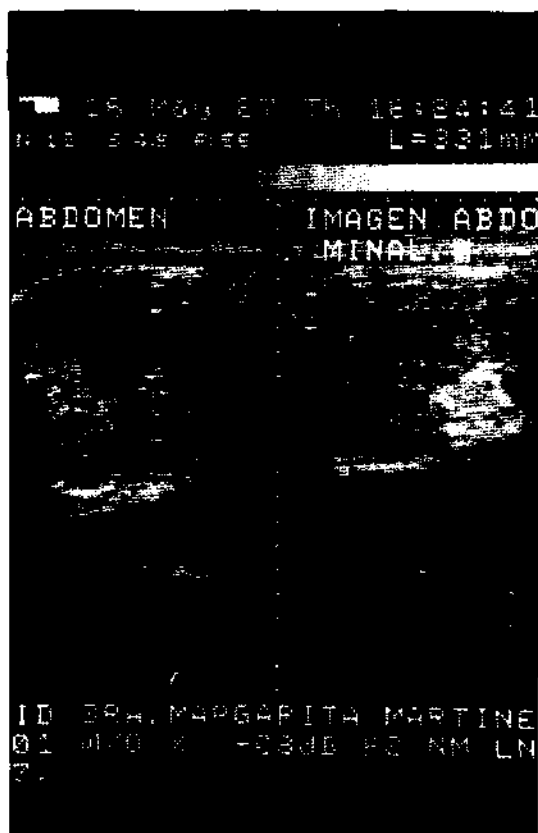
Ecografía prenatal: masa calcificada en hemiabdomen inferior, hacia la derecha de la línea media.
